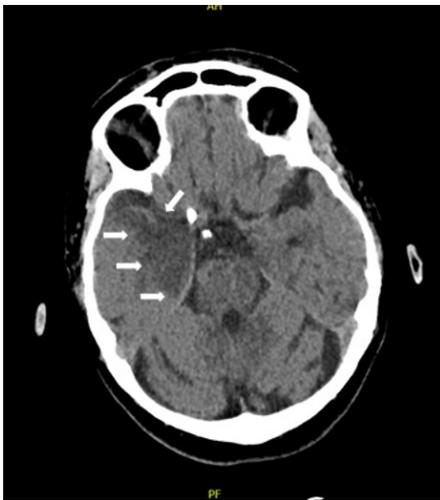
TC craneal al ingreso.
